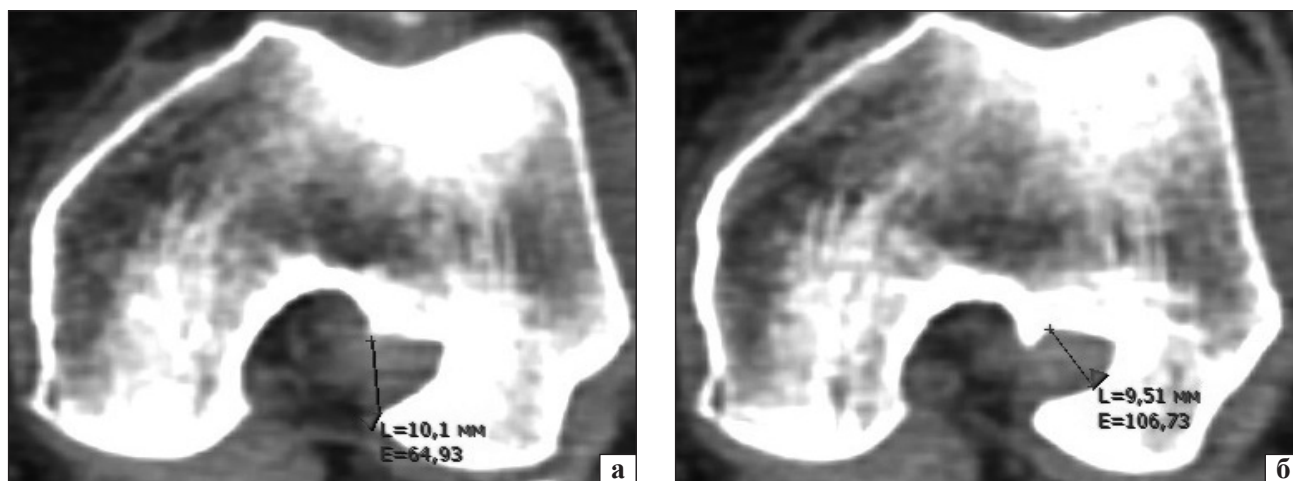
Аксиальная томограмма бедренной кости: измерение диаметра костного канала на входе (а) и в его средней части (б)
